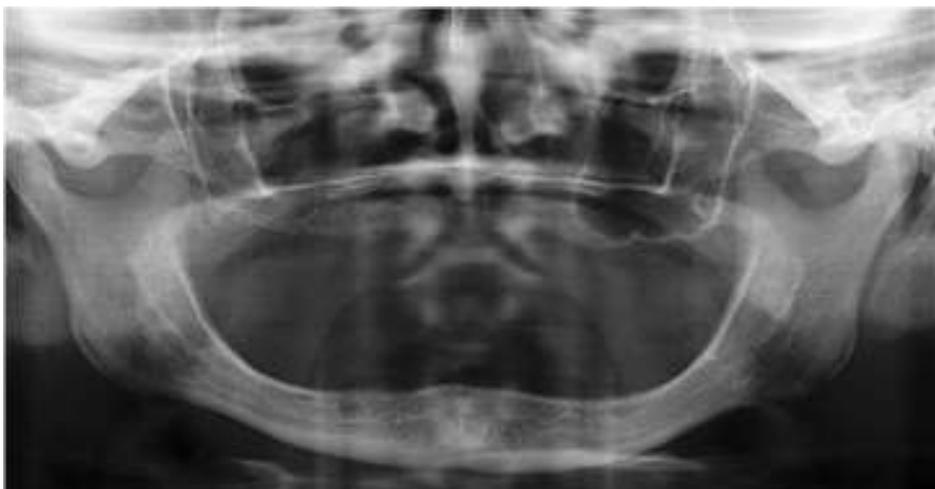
Radiografia panorâmica do caso clínico inicial.
